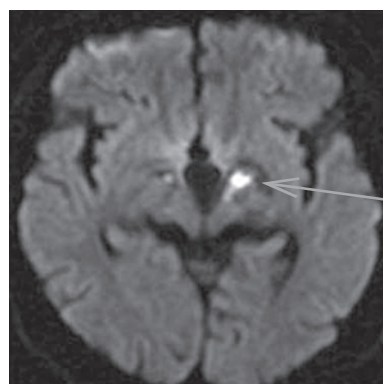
MRI of patient Z., 2 years old. Diagnosis: viral encephalitis of herpetic etiology. Occlusion of MCA. FLAIR, axial plane
